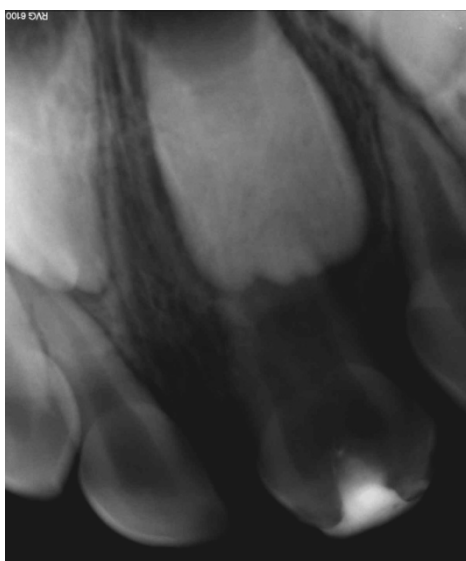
Radiografia de controlo da restauração dos dentes 61 e 62 fundidos (realizada dia 7 de Maio de 2011).
